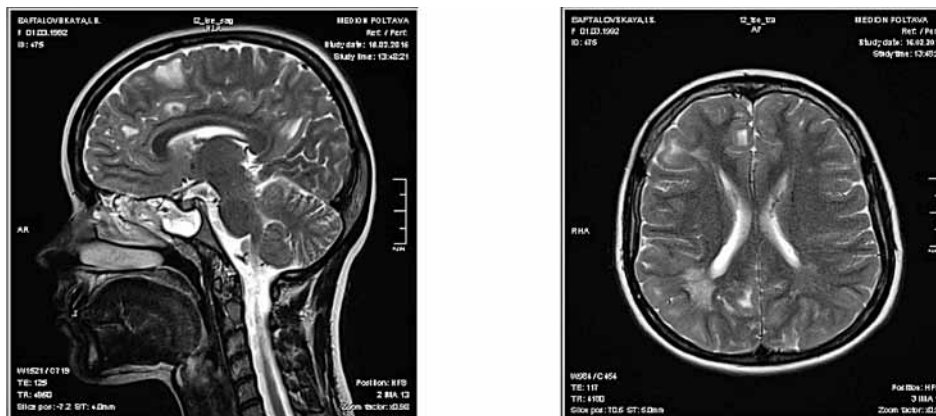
Множинні тубери на МРТ головного мозку.
